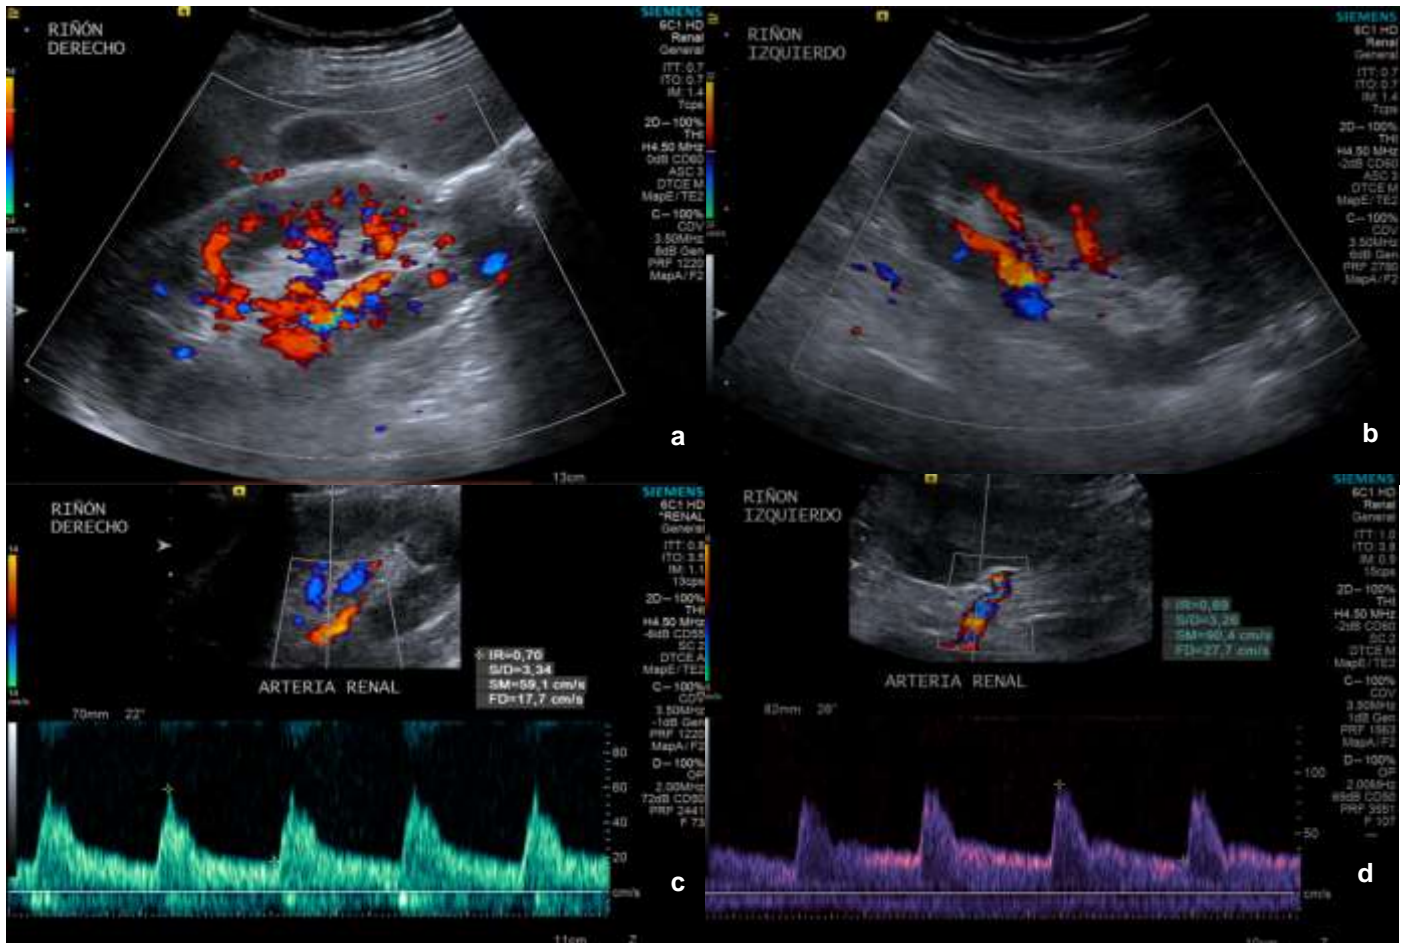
USG Doppler pulsado de riñones nativos en mujer de 50 años con urosepsis (SOFA 3) sin desarrollo de LRA. CrS de 0.90 mg/dL al momento de diagnóstico. a: morfología conservada. b: VIR grado 3. c: modalidad pulsado con IRRc de 0.68 d: USG de control a las 24 horas, posterior a reporte de CrS de 0.80 mg/dL, con IRRc de 0.67 (*correlación lineal*).
